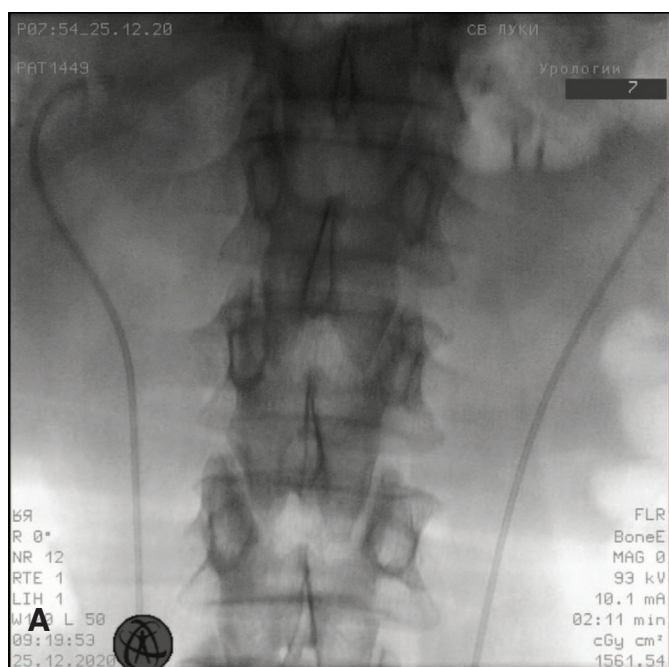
Катетеризация верхних мочевыводящих путей: А – рентгеновская картина; Б – вид снаружи
